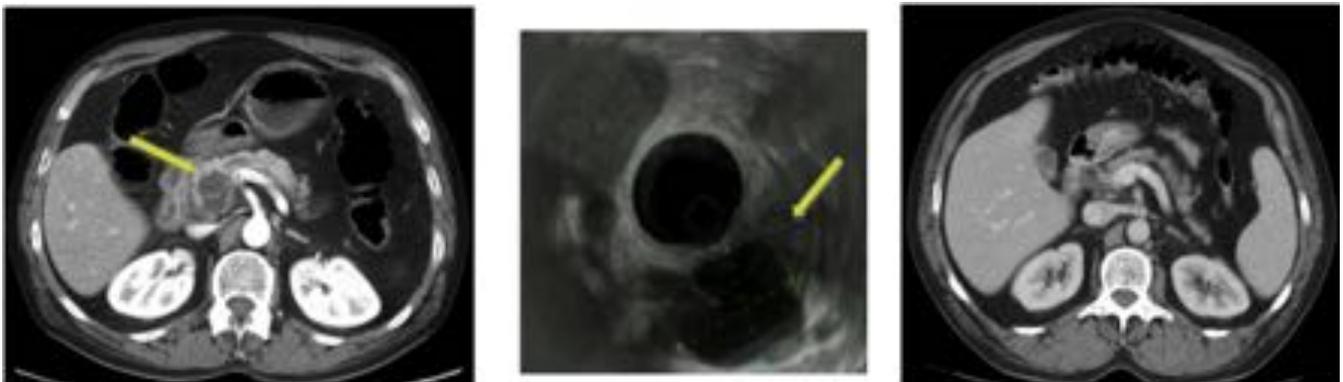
Varón de 55 años con antecedentes de pancreatitis aguda. a) En la TC se observan dos lesiones quísticas de paredes lisas en la cabeza pancreática, la mayor de 3,3 cm, con un septo en su interior sin áreas sólidas ni nódulos ni realces. b) Ecoendoscopia: lesión hipoeoica de 4 cm sin septos ni nódulos sólidos. En la punción aspiración dirigida, amilasa > 5000, compatible con pseudoquiste. c) En la TC de control, resolución a los 6 meses.
